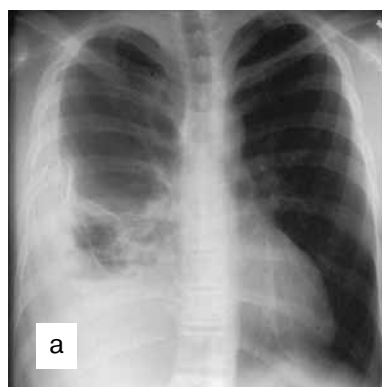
Рентгенография грудной клетки: правосторонняя эмпиема плевры (а); компьютерная томография грудной клетки того же больного: правосторонняя эмпиема плевры с наличием воздуха, консолидация нижней доли правого легкого с множественными абсцессами (б)
